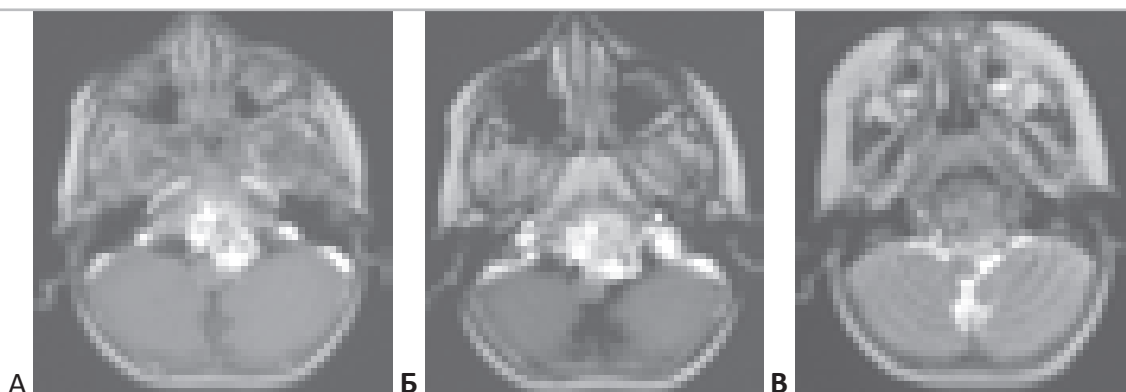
МРТ ребёнка 2 лет 10 месяцев с хордомой блюменбахова ската до операции. “А”, “Б” – T1-взвешенные аксиальные МРТ с контрастным усилением. “В” – T2-взвешенное МР-изображение.
